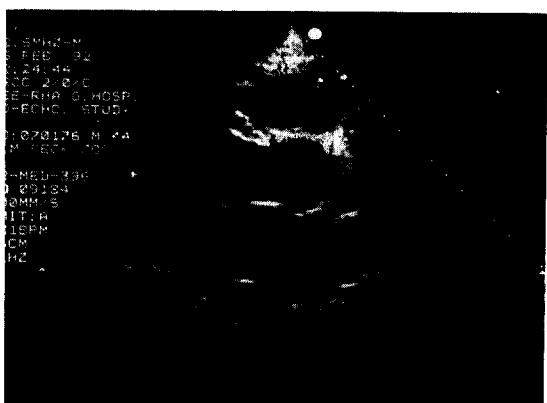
술후 6일째 시행한 이면 심초음파.
